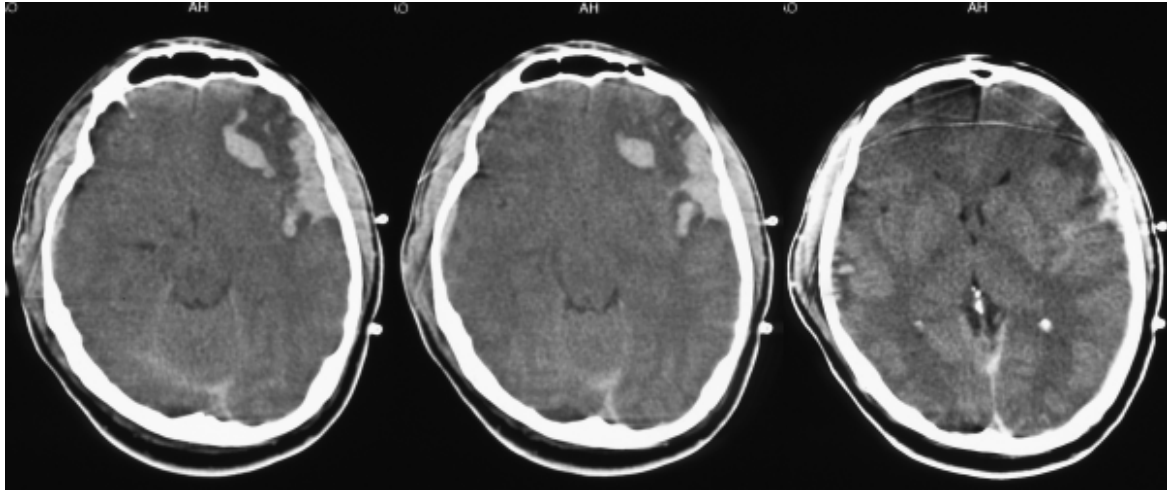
Компьютерная томография пострадавшего с тяжелой ЧМТ, выполненная на 2 сутки после травмы.
